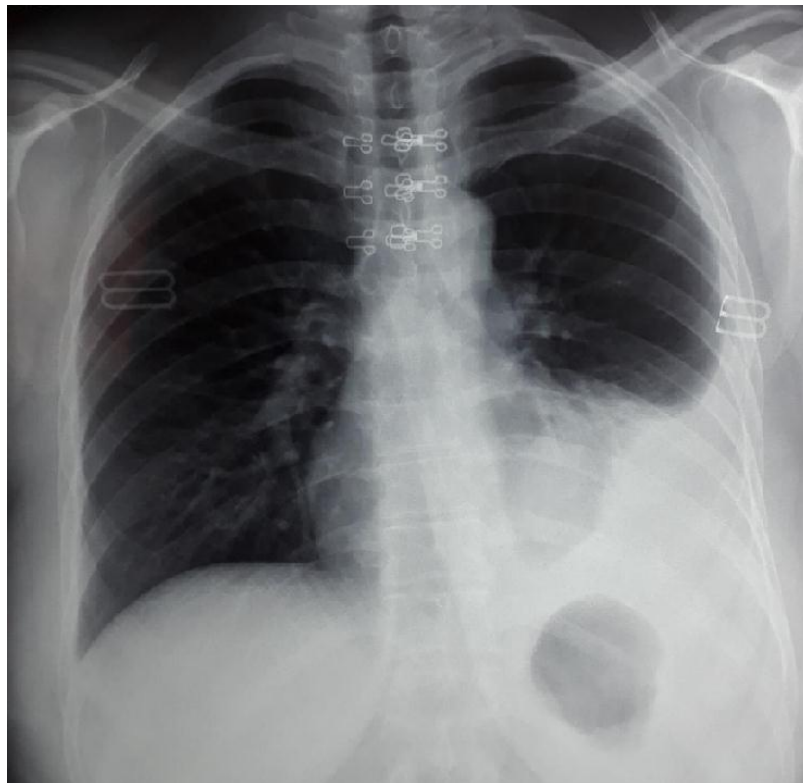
Radiographie thoracique de face montrant opacité gauche thoracique se confondant avec le diaphragme associé à une opacité rétro cardiaque en faveur d'une pleurésie enkystée axillo-diaphragmatique.
